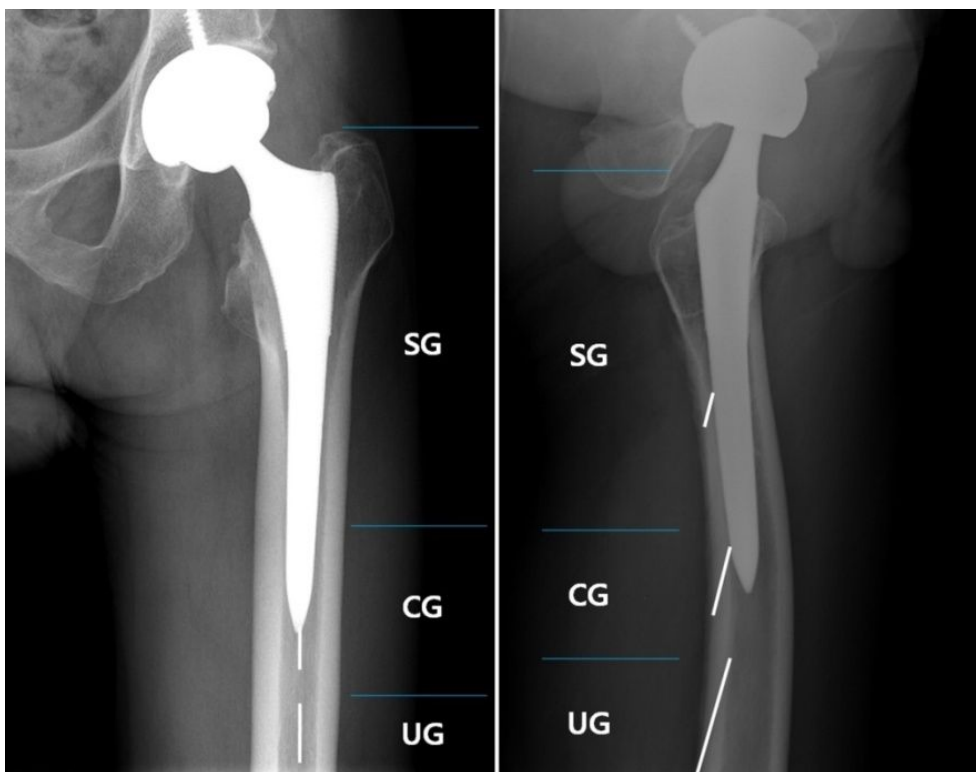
Classification by location of the radiolucent line, visible with post-operative radiograph.
